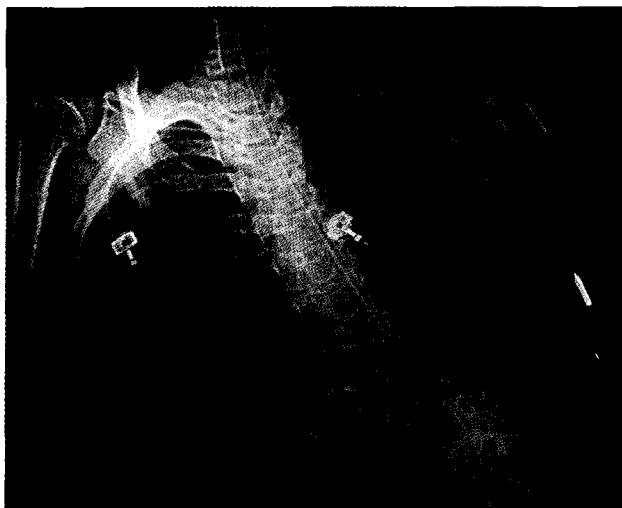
Chest radiograph shows severe thoracolumbar kyphoscoliosis.
